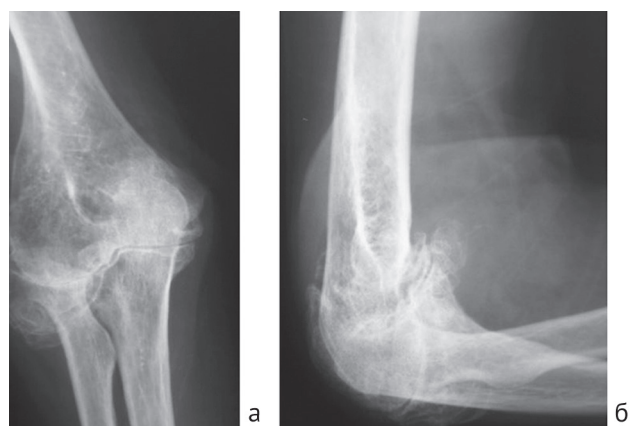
Пациент Н. Рентгенограммы области локтевого сустава перед операцией: а – передне-задняя проекция; б – боковая проекция
